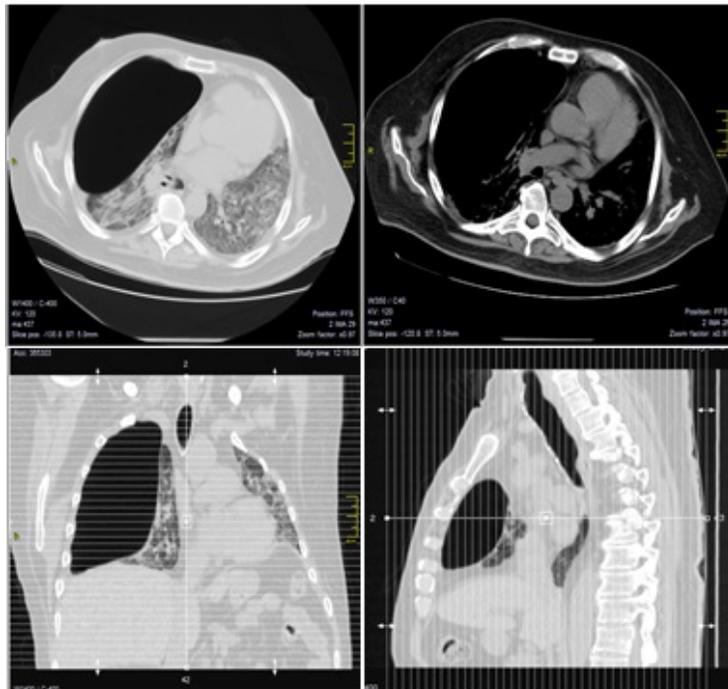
Tomografía computarizada gran cámara pulmonar compatible con un neumatocele pulmonar derecho, la cual compromete más de 1/3 del hemitórax derecho, localizada en el lóbulo inferior, sin neumotórax ni patrón de neumonía viral
